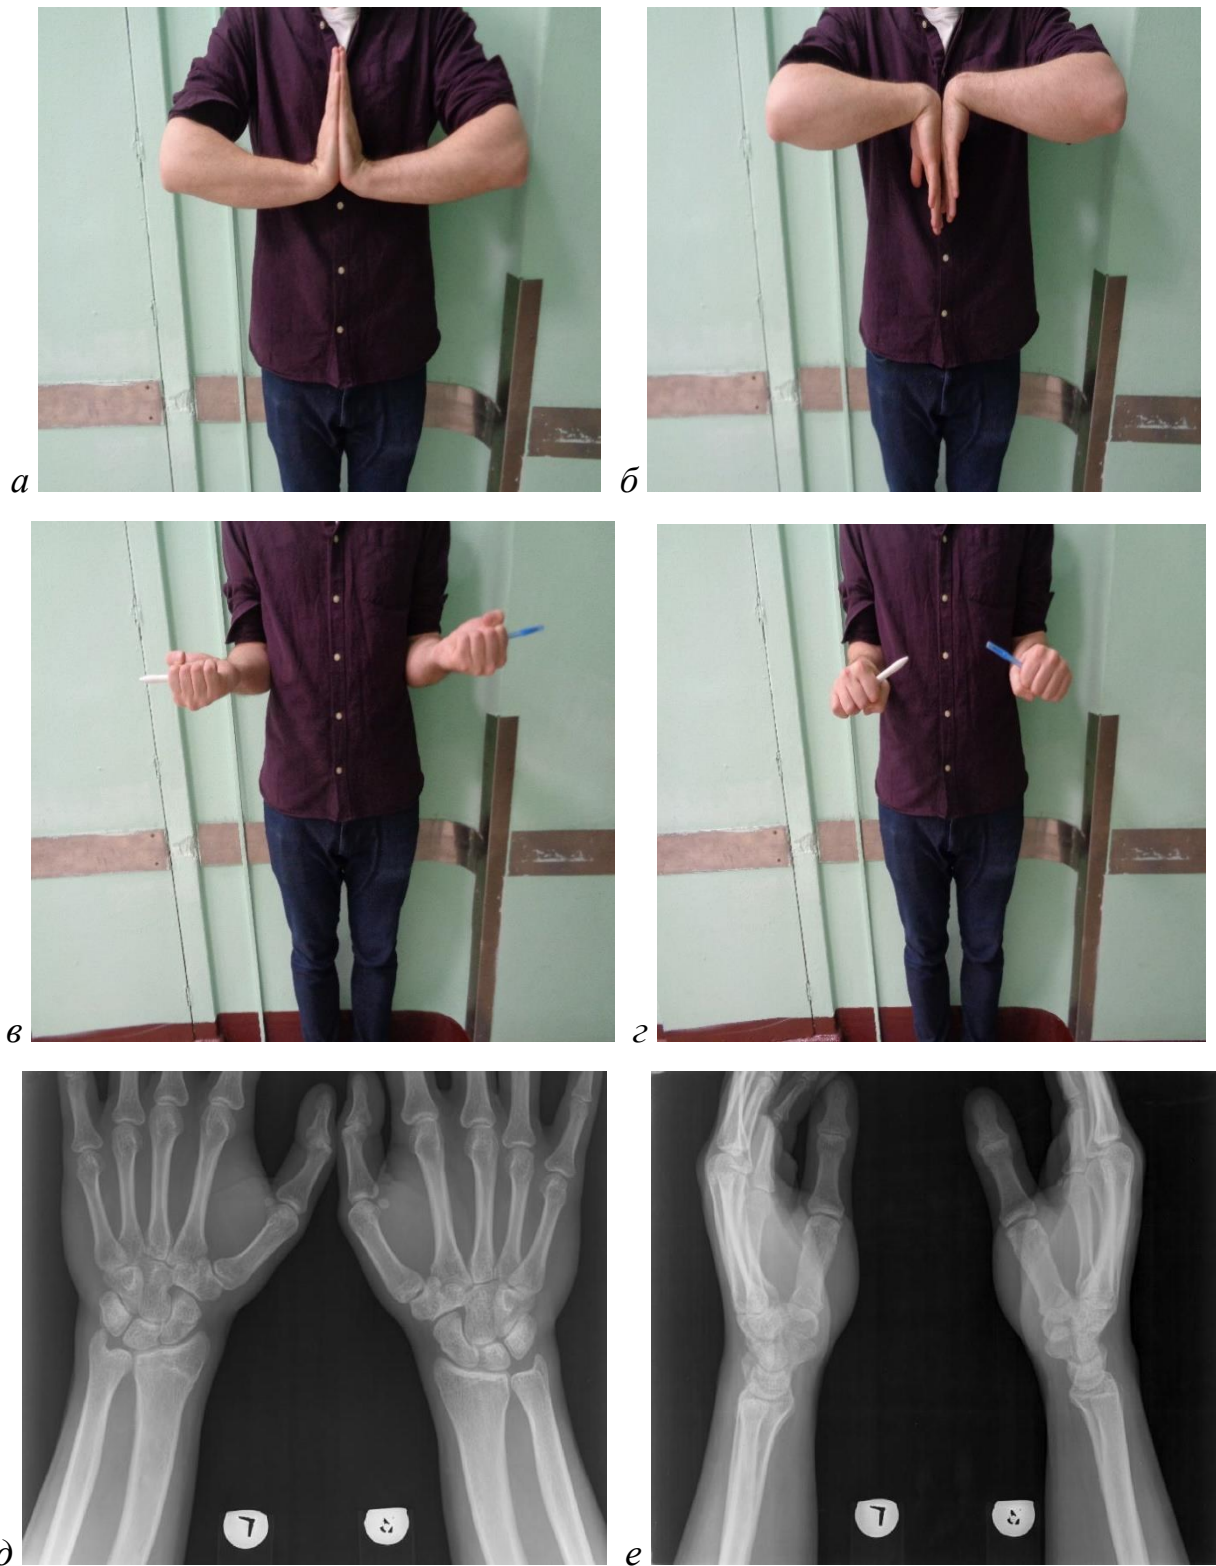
Военнослужащий Б., 22 года. Анатомо-функциональный результат через 1 год после травмы, разгибание (а) 90° , сгибание (б) 90° , супинация (в) 90° и пронация (г) 80° . Рентгенограммы в сравнении правого и левого лучезапястных суставов в прямой (д) и боковой (е) проекциях. Определяется консолидация перелома ДМЭЛК, вне- и внутрисуставные рентгенологические параметры в норме, признаков посттравматического артроза не выявлено
